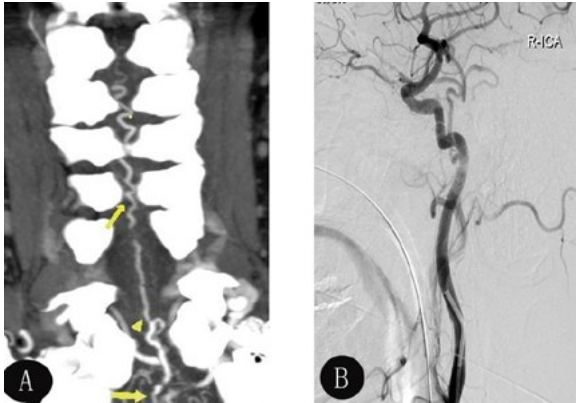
右颈内动脉海绵窦段硬脑膜动静脉瘘 320 排动态容积 CTA 和 DSA A. 320 排动态容积 CTA 冠状位曲面重建像示桥脑至颈,节段脊髓前、后动脉增粗迂曲(↑示);B. 右侧颈内动脉 DSA 示右侧海绵窦段硬脑膜动静脉瘘,右眼动脉分支及右脑膜垂体干供血,向颈段椎管内静脉引流
